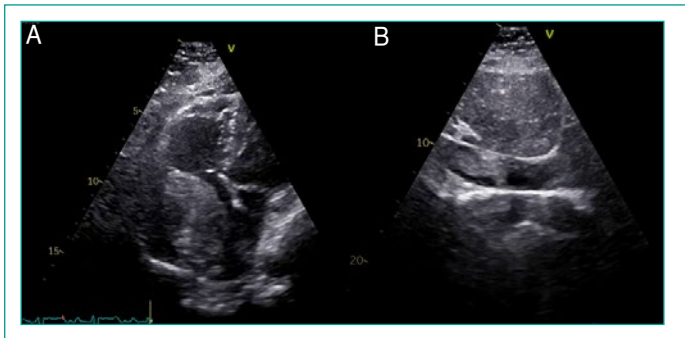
A) Ecocardiograma transtorácico eje apical 4 cámaras con presencia de tumoración auricular derecha condicionando desplazamiento de septum interauricular. B) Extensión tumoral a vena cava inferior.
